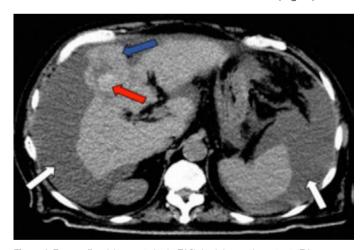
Tomografía axial computarizada (TAC) de abdomen sin contraste EV que muestra un tumor exofítico heterogéneo en segmento V del hígado *(flecha azul)* con área hiperdensa que hace sospechar sangrado activo *(flecha roja)*, causa de hemoperitoneo prominente *(flechas blancas)*.
